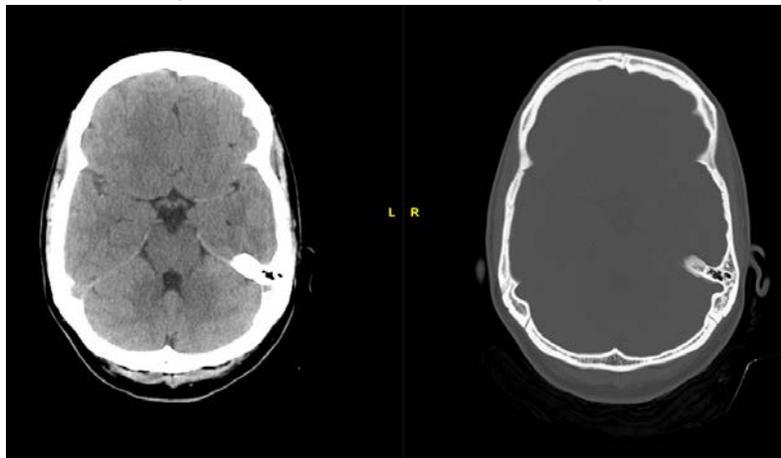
TC cerebro con contraste al ingreso.
